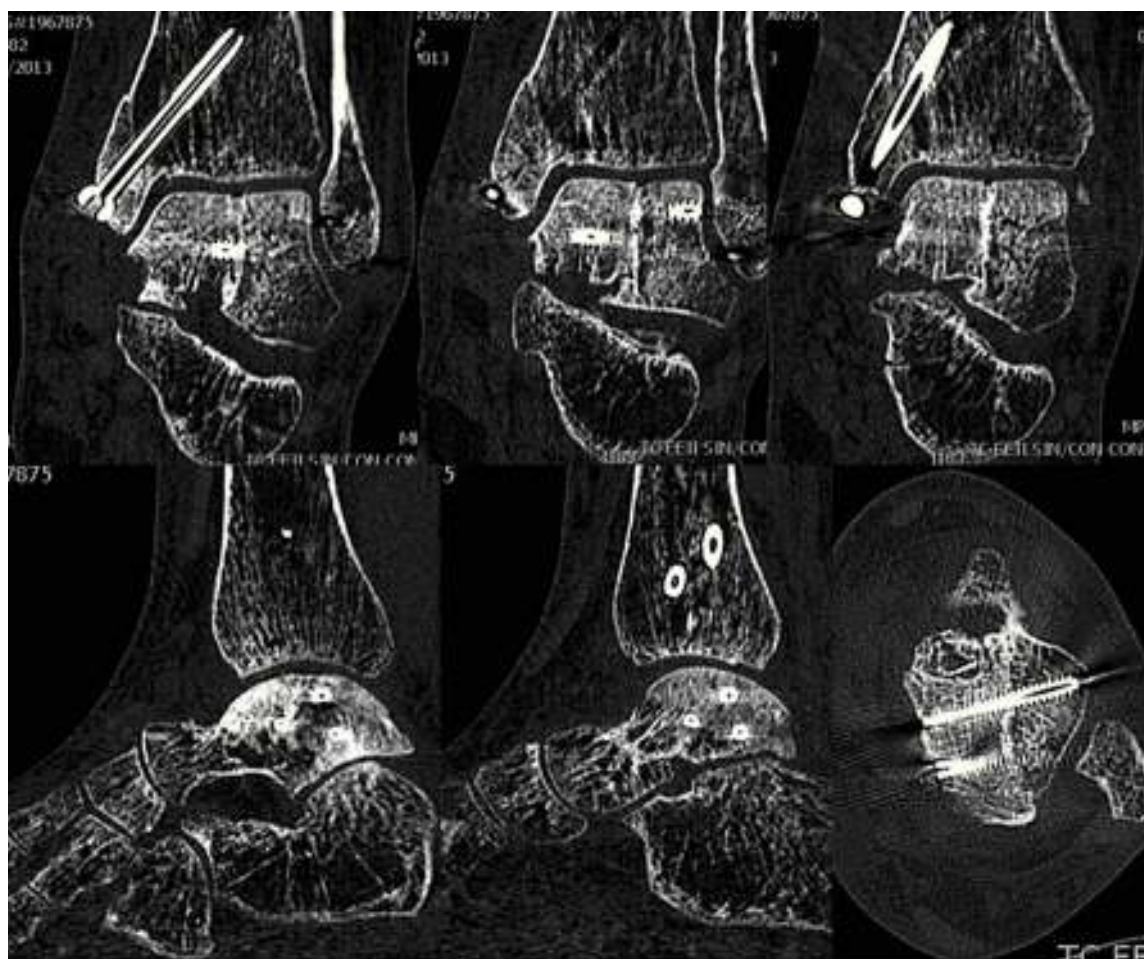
Control TC a los 6 meses.
